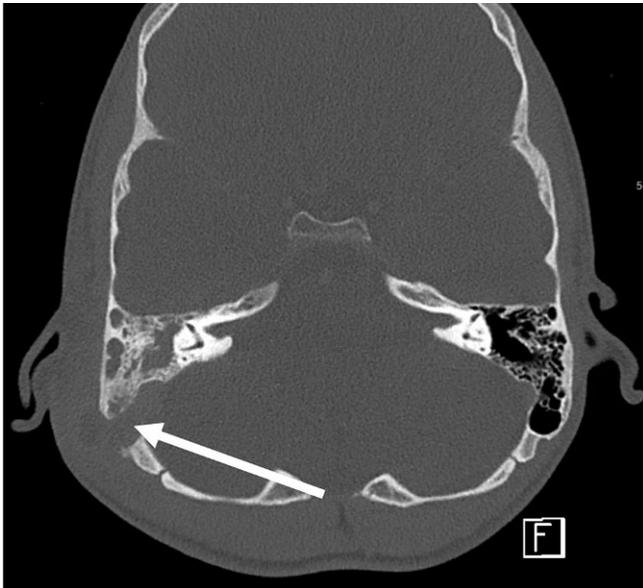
◀ Computertomographie axial mit Kontrastmittel bei einem 14-jährigen Jungen mit akuter Mastoiditis rechts mit partieller Destruktion der Mastoidzellen und retroaurikulär intra-ossärem und subperiostalem Abszess mit fehlender knöcherner Begrenzung zum Sinus sigmoideus. *Weißer Pfeil* knöcherner Destruktion und Abszess
